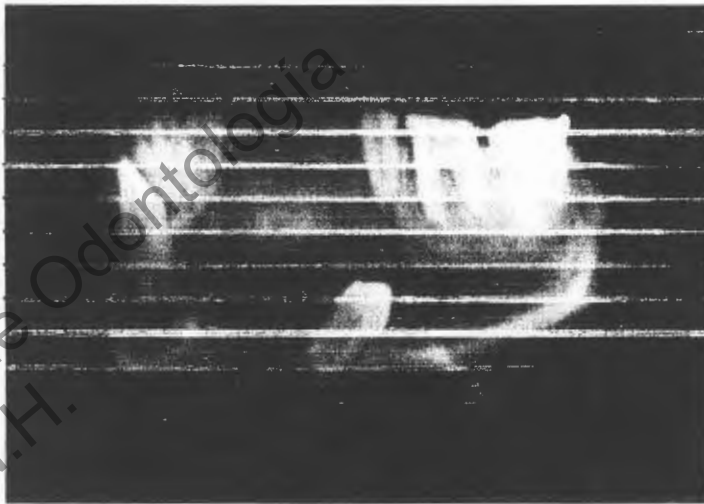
Radiografía de la pieza quirúrgica.
